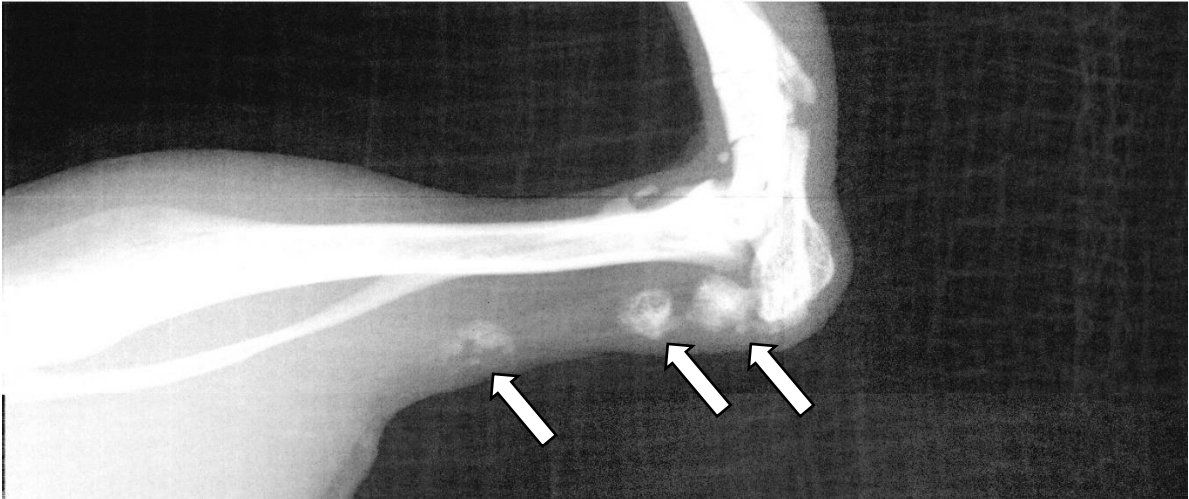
Röntgenaufnahme vom Unterschenkel einer Maus nach Tenotomie der Achillessehne, Pfeile: heterotope Ossifikation
